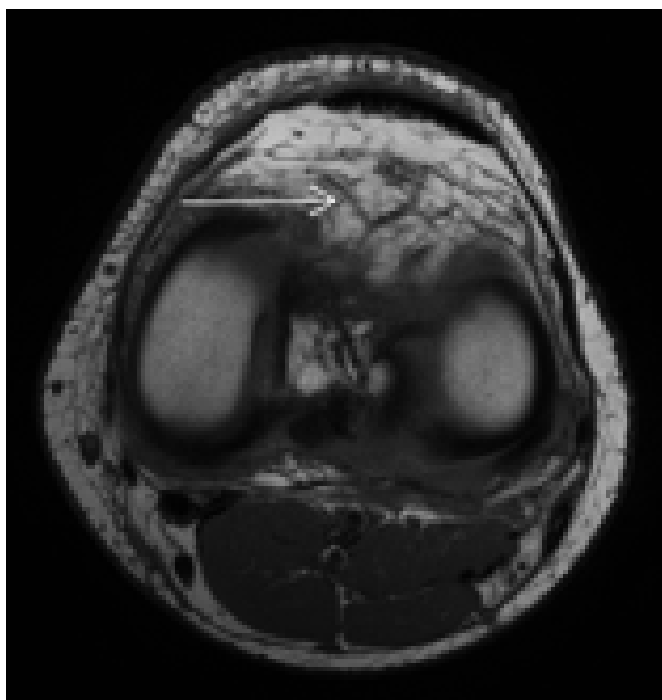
Ressonância magnética do joelho esquerdo, ponderação T1, em corte axial, onde é possível observar outro corpo estranho infra-patelar, justa bolsa de Hoffa (seta branca).
